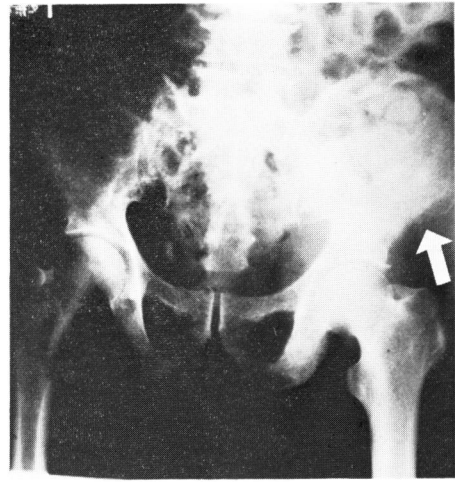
Radiography of case 4—Osteoblastic and osteolytic (arrow) changes of pelvis and lumbar spine.
